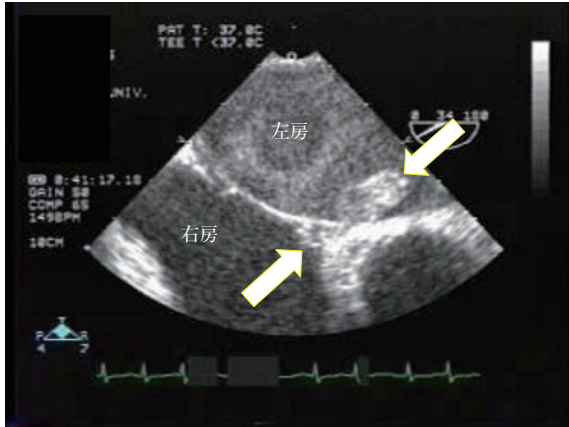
70歳 女性 意識障害 左片麻痺で発症, 救急外来で経食道心エコー図検査にて卵円孔を貫く血栓 (→) を観察できた.
